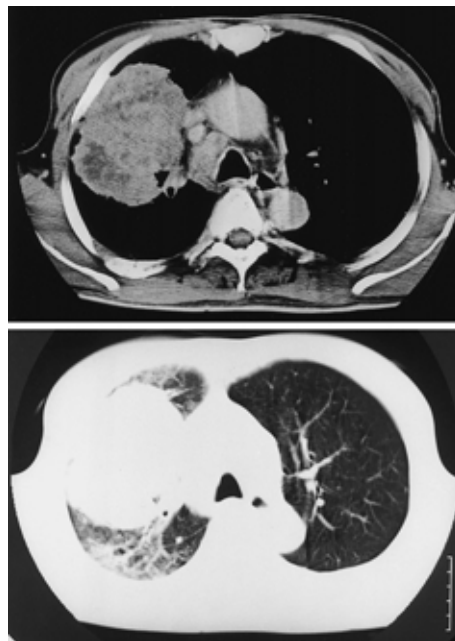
Chest CT image on admission shows heterogeneous mass in the right upper lobe. A tumor is noted with pneumonia shadow and anterior mediastinal and tracheobronchial lymph-node swelling.
